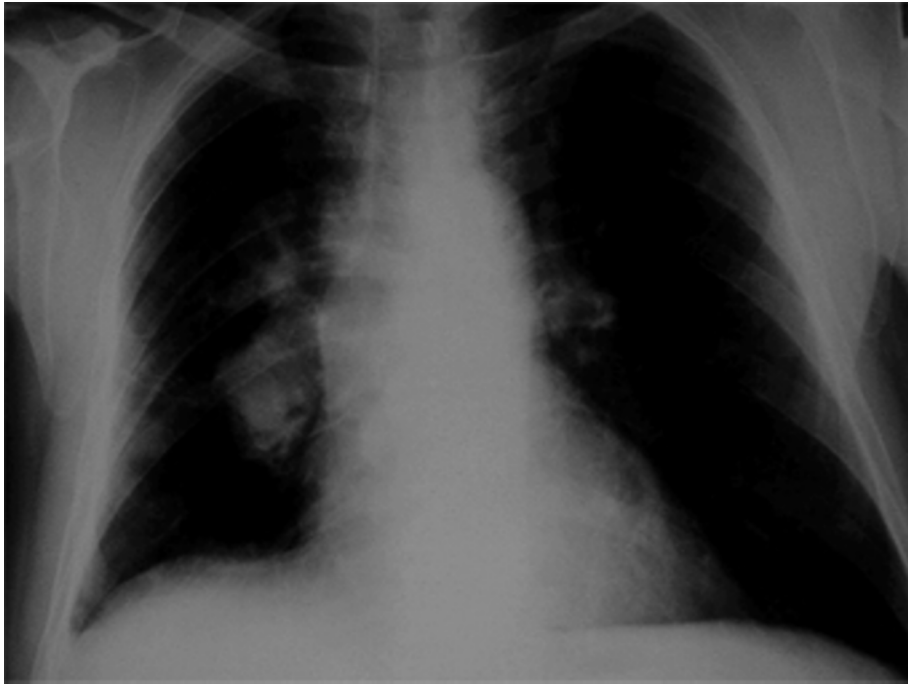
Telerradiografia Torácica* — Aumento do diâmetro da Artéria Pulmonar Dt.^a.
